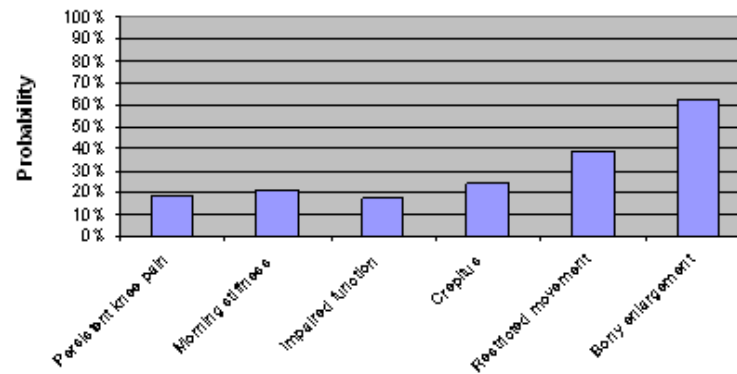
Clinical features and probability of radiographic knee OA - evidence from literature
